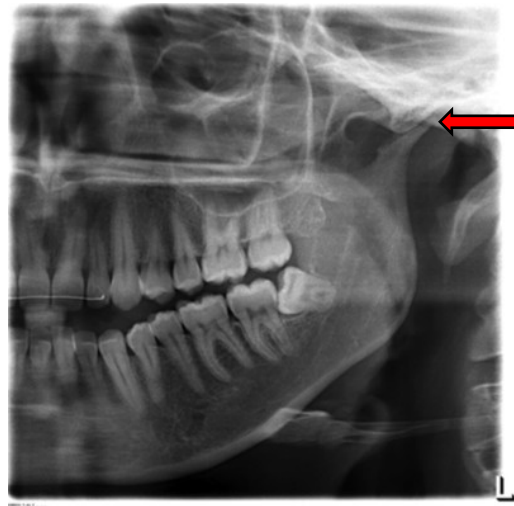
Ortopantomografia de indivíduo com AR – achatamento do côndilo mandibular esquerdo (seta)
